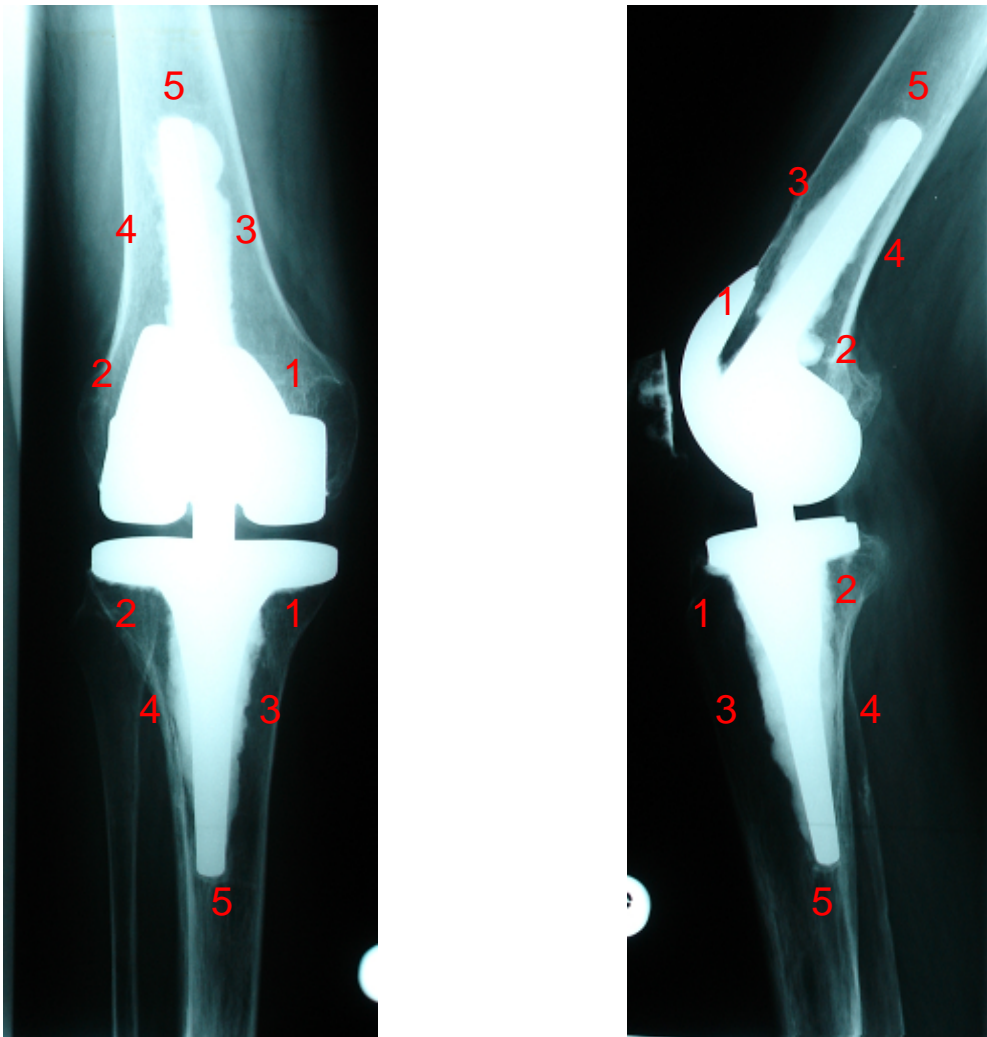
Röntgenbild und Einteilung Knochenzementinterface – Zonen zur Beurteilung der Resorptionssäume nach RT-PLUS™ Solution – Implantation (Modifikation Knee Society Roentgenographic Evaluation and Scoring Systems nach Ewald von 1989 (21))
